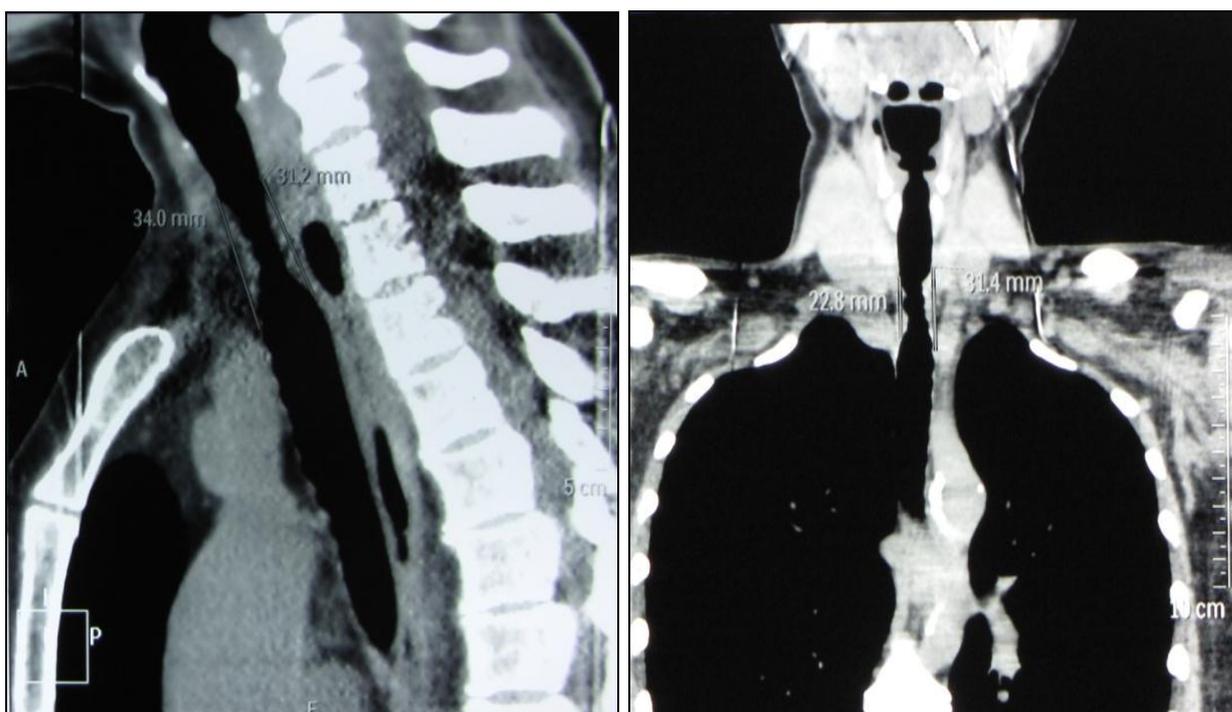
Данные МСКТ за 2 недели до госпитализации: определяется РСТ
